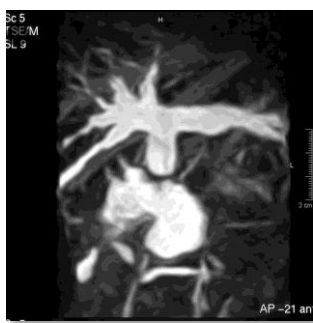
Colangiografía por resonancia magnética que muestra un quiste tipo I asociado a una unión anómala y a una compresión de la arteria hepática derecha en el cuello superior del quiste
